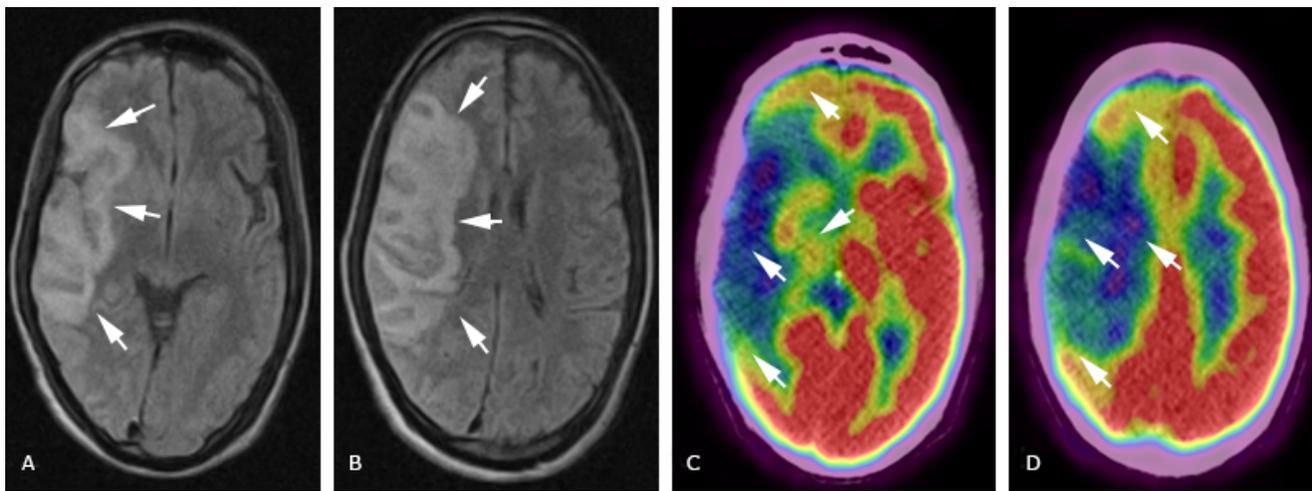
Imágenes de RM craneal (A y B) y de [^{18}F] FGD PET CT (C y D). Imagen hiperintensa en FLAIR (*fluid attenuated inversión recovery*) de aspecto vascular isquémico (flechas blancas en A y B). Hipometabolismo glucolítico fronto-temporo-parietal derecho que involucra a los ganglios basales y al tálamo ipsilateral (flechas blancas en C y D). Diagnóstico: Lesión vascular isquémica en territorio de suplenia de arteria cerebral media derecha. [^{18}F] FGD PET CT: Tomografía por emisión de positrones (PET CT) con [^{18}F] fluorodesoxiglucosa.
